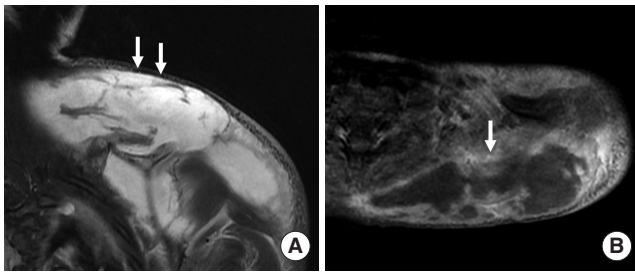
Magnetic resonance imaging of the left shoulder. Coronal (A) and axial (B) images are showing the large and multifocal intramuscular wall enhancing fluid collection suggestive of abscesses (white arrows). Septic arthritis was also noted in the left shoulder joint (not shown).
